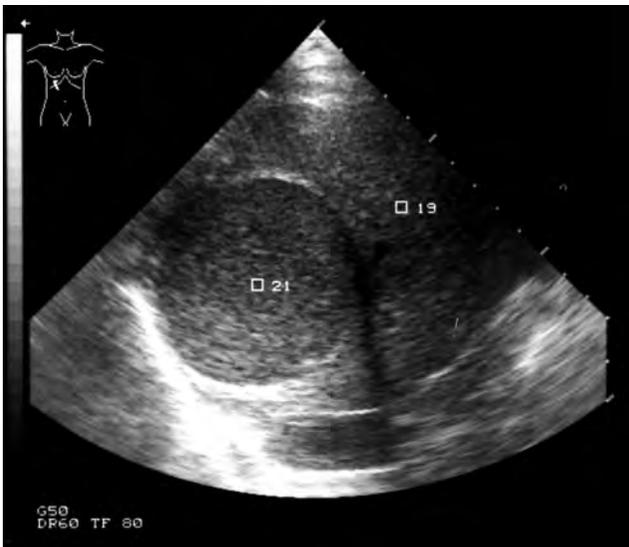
Ultrasonido de absceso hepático amibiano.
